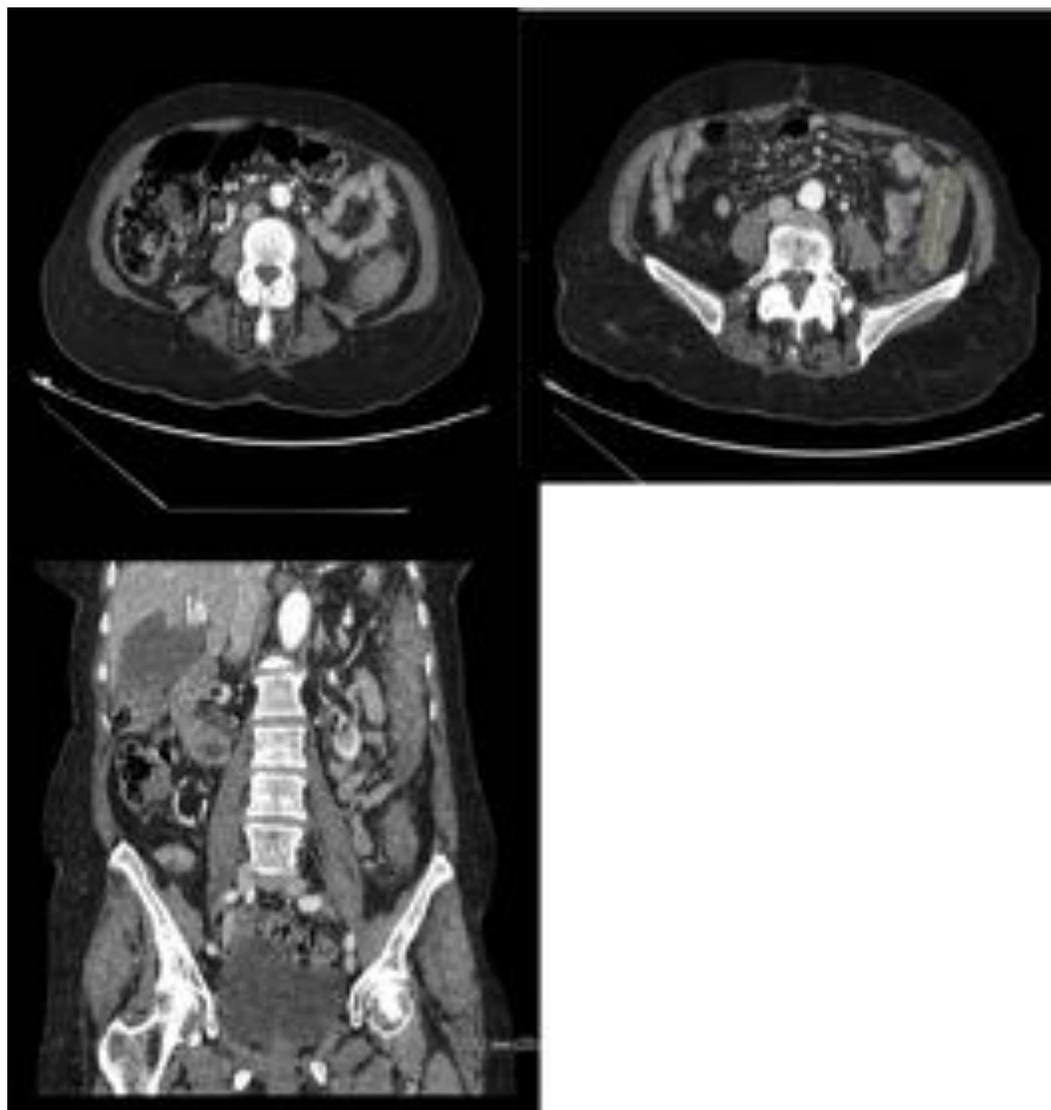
TC abdomino-pélvico con contraste iv: engrosamiento y realce parietal de colon descendente con rarefacción de la grasa mesentérica adyacente y pequeñas bandas de líquido libre en relación con fase aguda de colitis ulcerosa.
